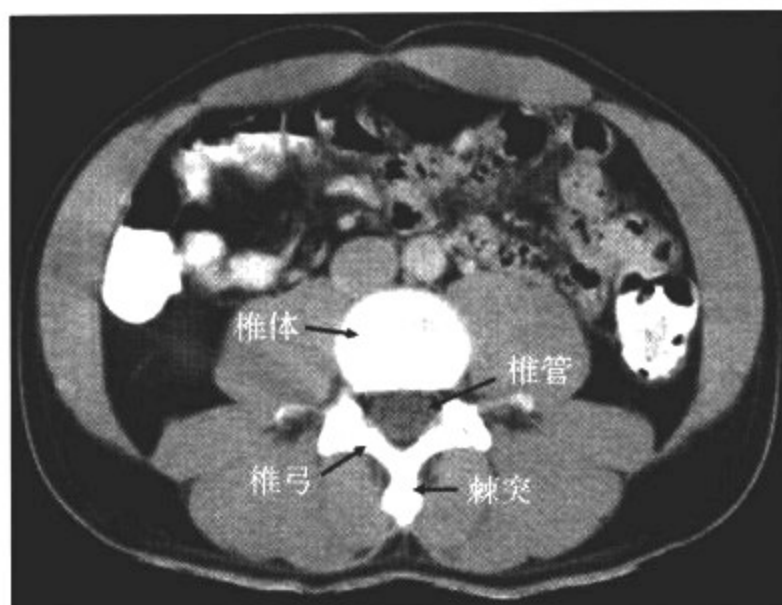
正常椎管椎弓根层面 CT 平扫
